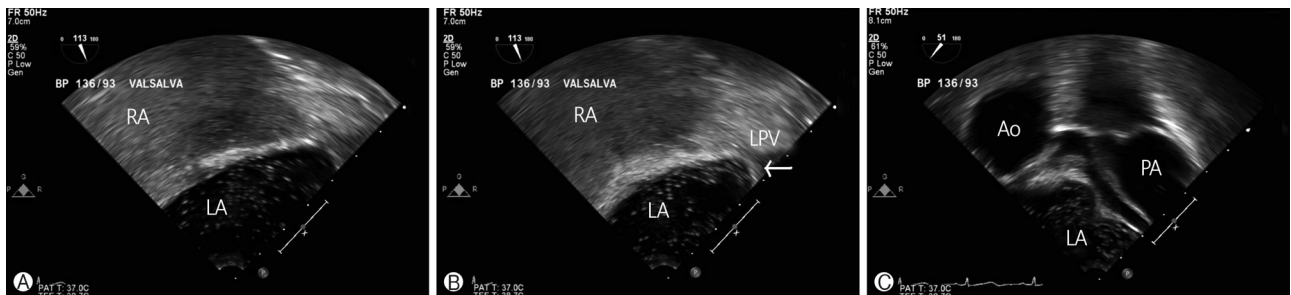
Transesophageal echocardiography (bicaval view) of the patient. (A) Saline bubble saturation of the left heart chamber became noticeable after agitated saline was applied into the left antecubital vein. (B) Repeated agitated saline test with Valsalva maneuver showing that the bubbles originated not from the interatrial septum but from the LPV. (C) Modified aortic valve short axis view (51°) showing the bubble in the LA without PA saturation. Ao, aorta; LA, left atrium; RA, right atrium; PA, pulmonary artery; LPV, left pulmonary vein.
